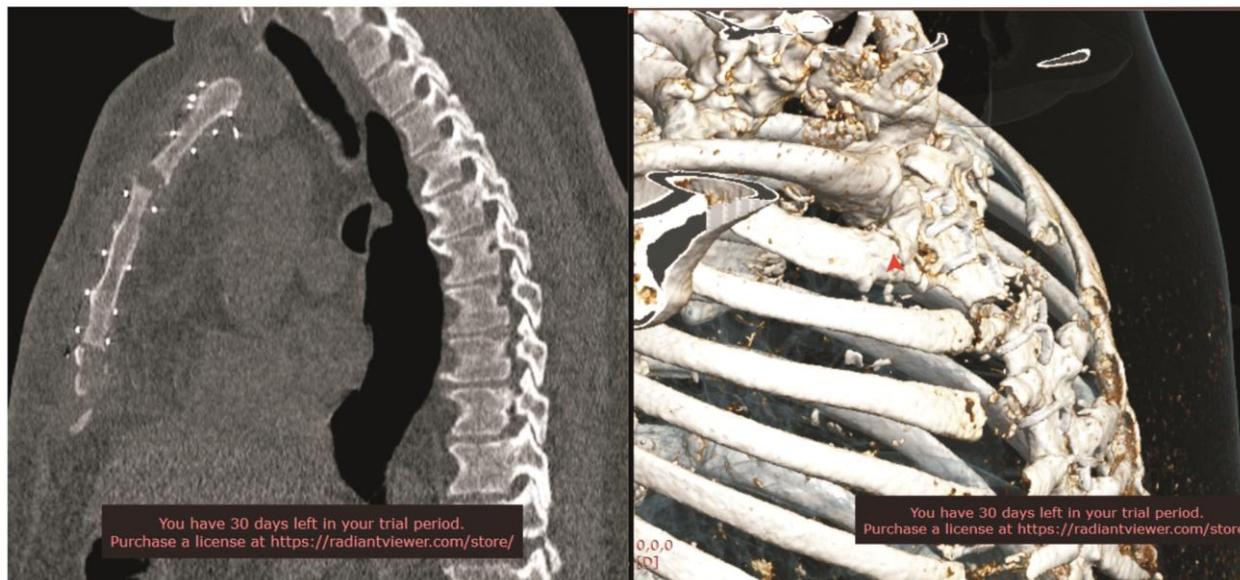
Компьютерная томография и 3D реконструкция органов грудной клетки (состояние после стернотомии, стерномедиастенит)
